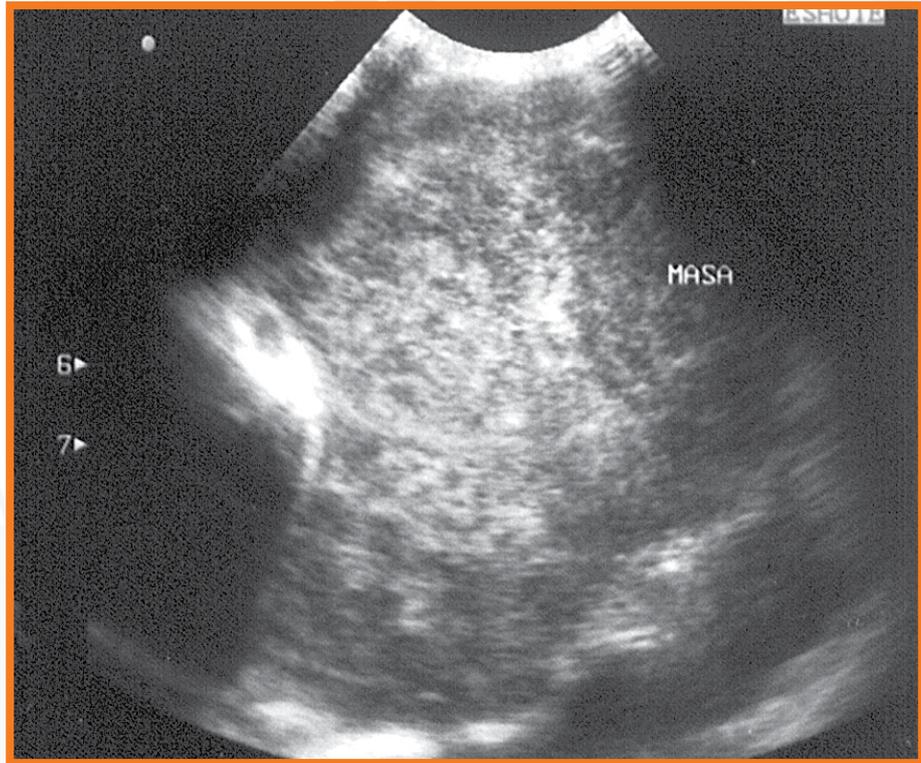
Paciente pediátrico que radiológicamente presentaba velamiento de hemitórax derecho con punción negativa. En la ecografía, gran masa sólida pulmonar heterogénea. Posterior a éste, examen físico revela presencia de masa testicular.
